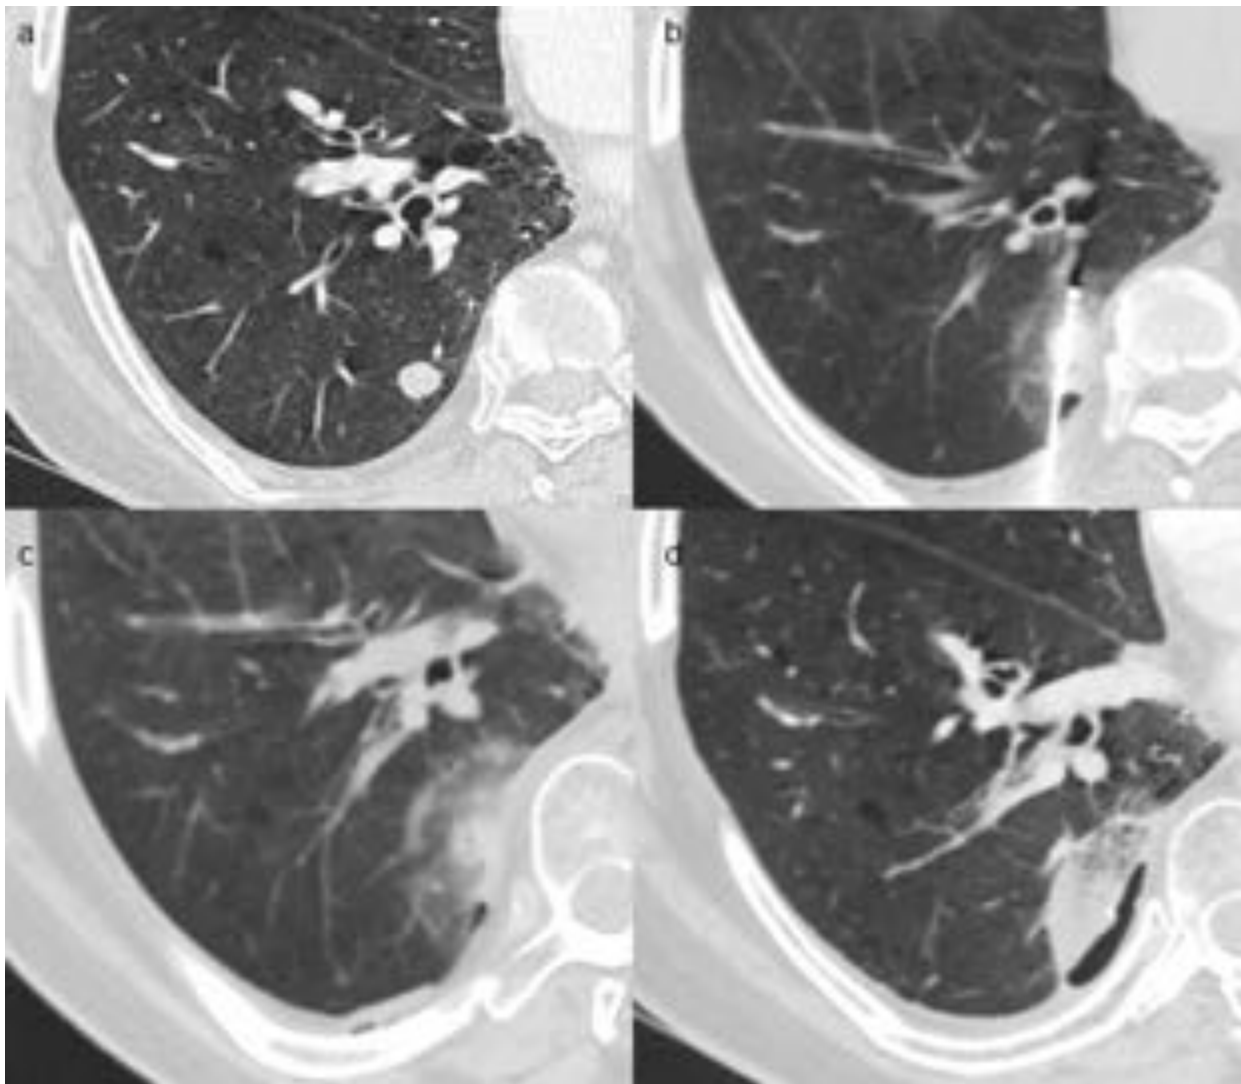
Varón de 65 años con carcinoma de escamoso de pulmón en LSI; tratada con lobectomía superior derecha + linfadenectomía mediastínica seguida de quimioterapia y radioterapia. (a) TC 2 años después del tratamiento; se observa una lesión nodular metastásica en LID. (b y c) TC durante el tratamiento de RF se observa el SHI (d) TC de control 1 mes después de la radiofrecuencia con SHI junto a engrosamiento pleural residual. La cavitación y las burbujas son frecuentes al mes de la ablación.
